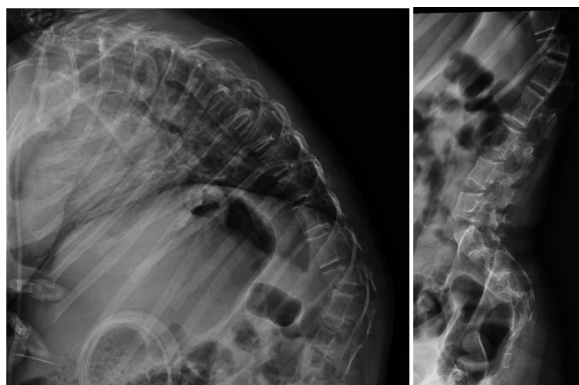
Radiografias pré-operatórias em perfil demonstrando fratura toracolombar complexa ao nível de T12-L1, associada a desalinhamento segmentar e instabilidade vertebral.
